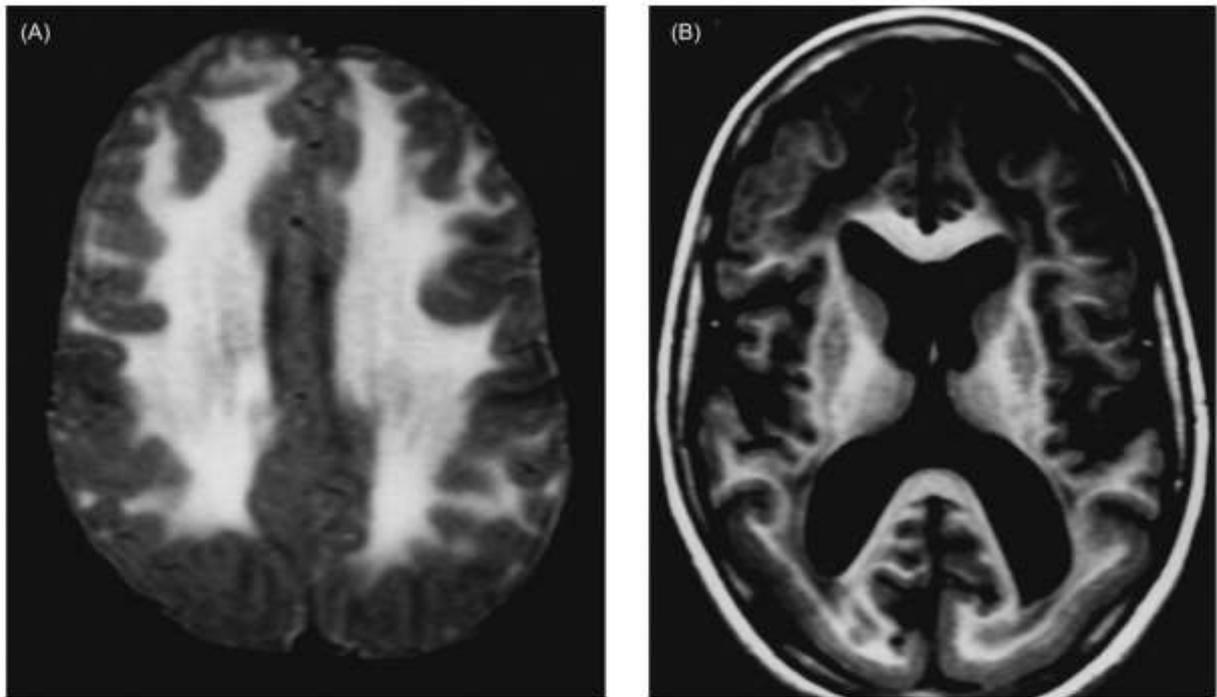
Merosin-deficient CMD. (A) Transverse brain MRI section showing diffuse white matter hyperintensities involving both hemispheres (T2-weighted image). (B) Transverse brain MRI section showing bilateral occipital cortical dysplasia and also diffuse white matter hyperintensities in both hemispheres (T1-weighted image). MRI, magnetic resonance imaging. *Adapted with permission from Mercuri et al., 1999.*¹⁴
